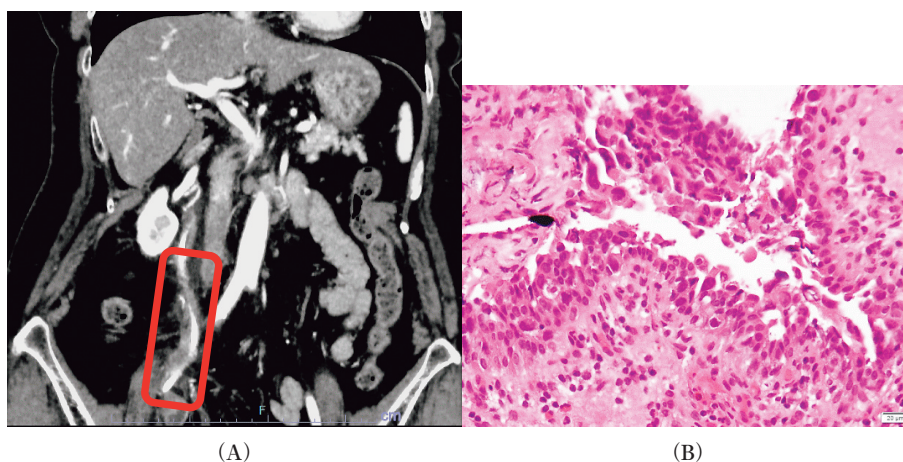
(A) Contrast-enhanced CT scan: wall thickening can be observed near the anastomotic site of the right ureter, with a progressively enhancing effect in the same area.
